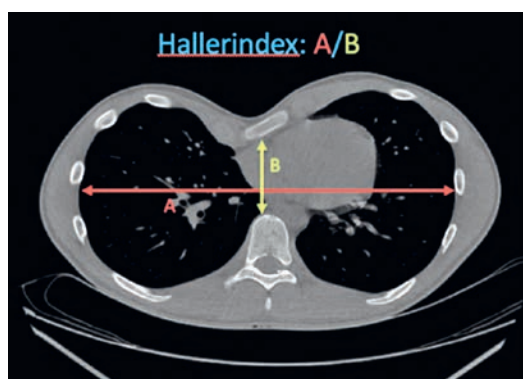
Hallerindex-Berechnung anhand der CT eines PE-Patienten
